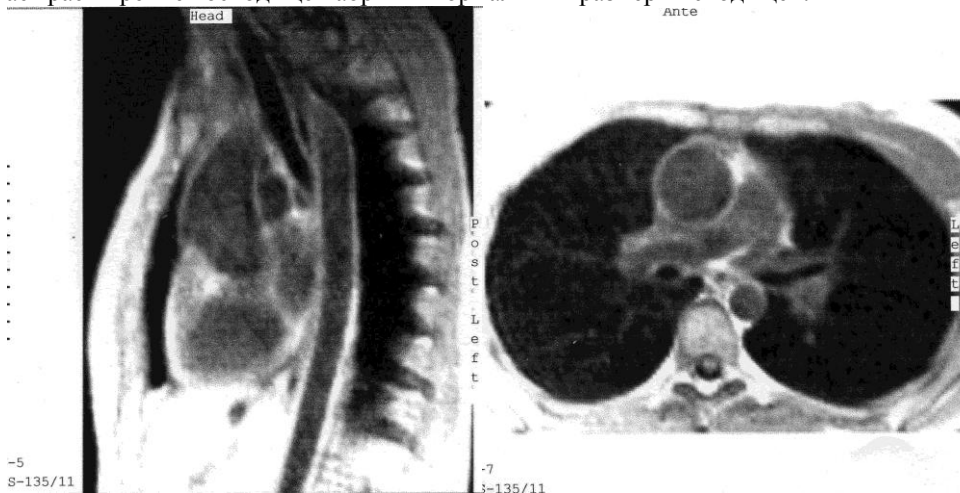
МРТ средостения. Сагитальное (слева) и горизонтальное (справа) сечение средостения показывает расширение восходящей аорты и нормальный размер нисходящей.
